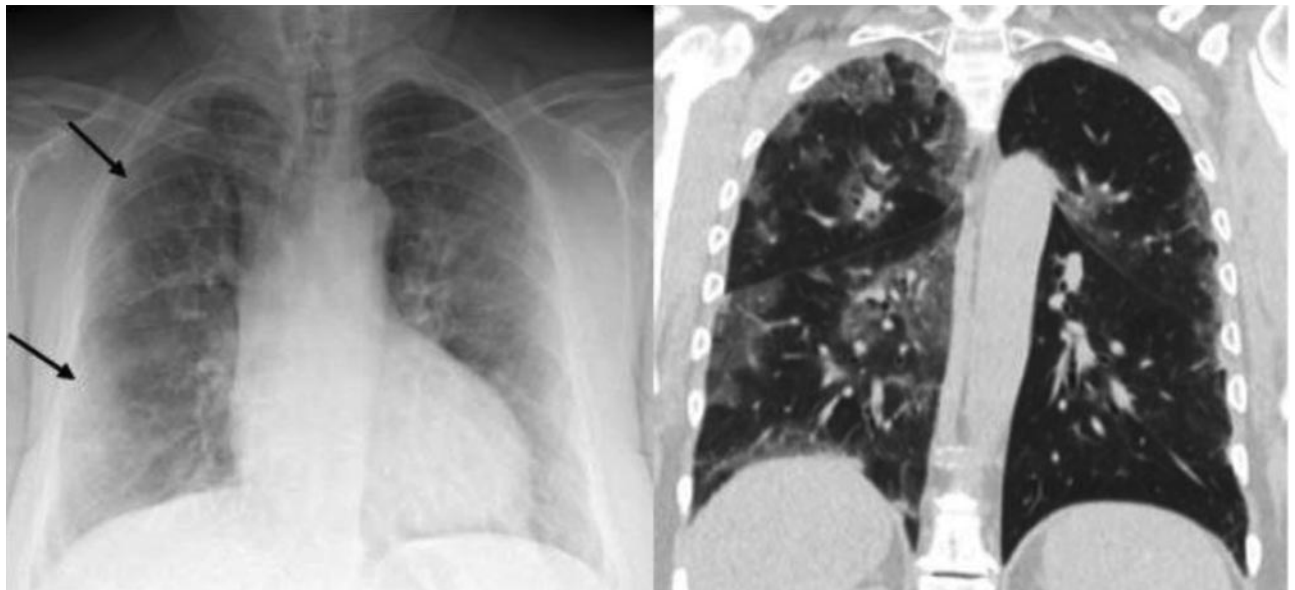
Оглядова рентгенограма ОГК, зроблена портативним рентгенівським апаратом (ліворуч) з нечіткою зоною «матового скла» в правій верхній частці легені, яка відповідає непрозорості «матового скла» на коронарному зображенні КТ з контрастним посиленням (праворуч), виконаного в той же день [6]
